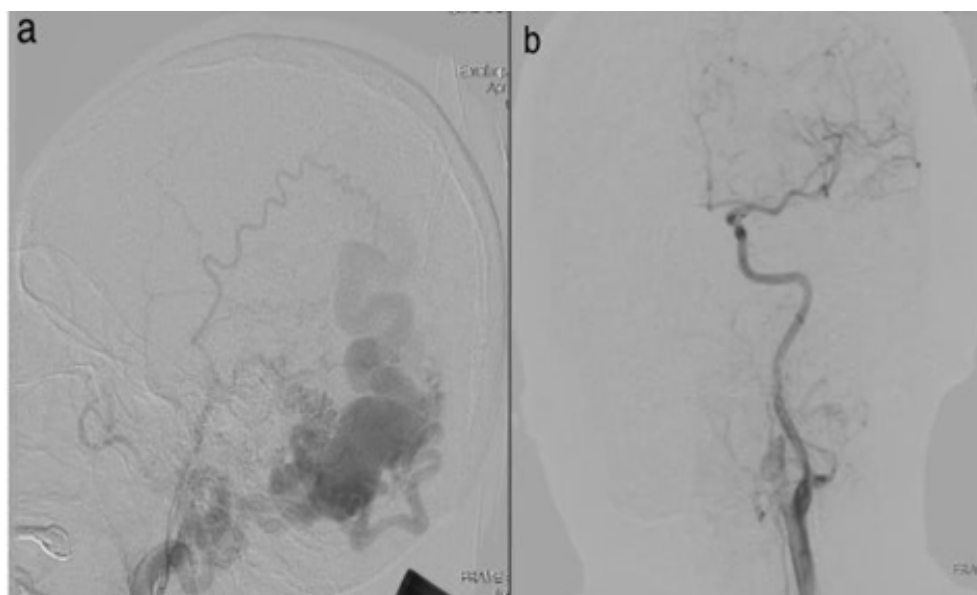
a) angiotomografía previa a abordaje quirúrgico, b) angiotomografía de control posquirúrgica
